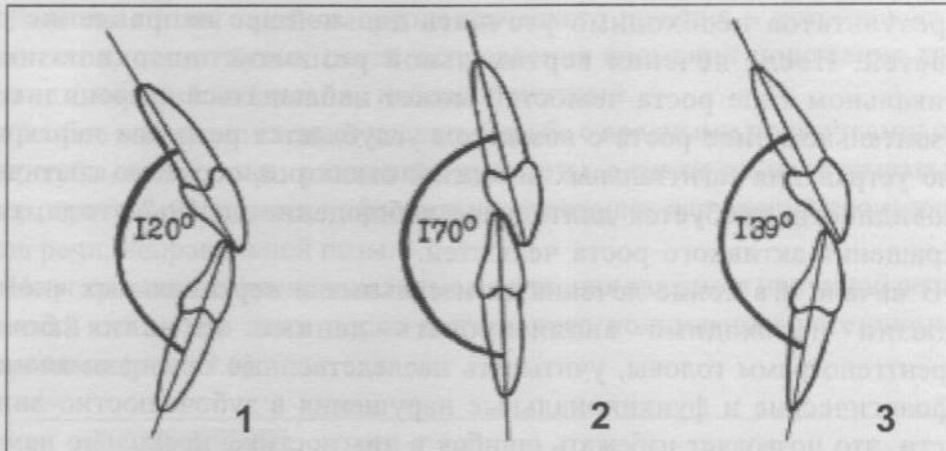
Величина межрезцового угла отражает расположение резцов: протрузию (1), ретрузию (2), нейтральное положение (3).
